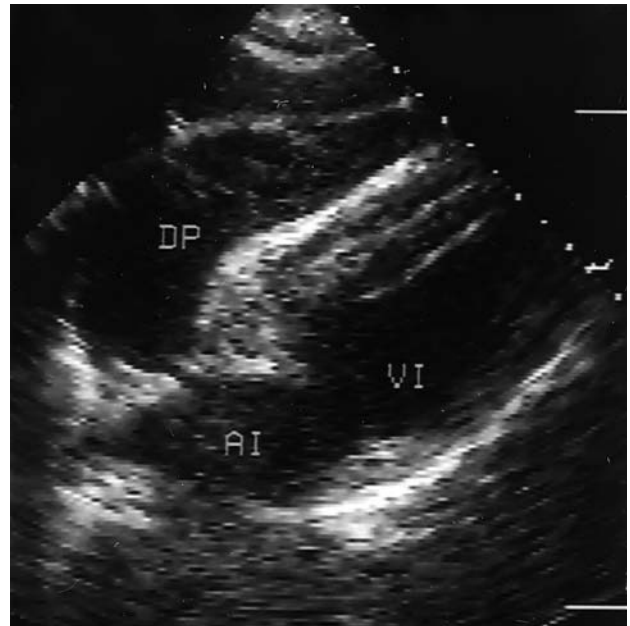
Ecocardiograma en vista subcostal donde se observa un derrame pericárdico severo con colapso de las cavidades derechas. DP: derrame pericárdico; VI: ventrículo izquierdo; AI: aurícula izquierda.
